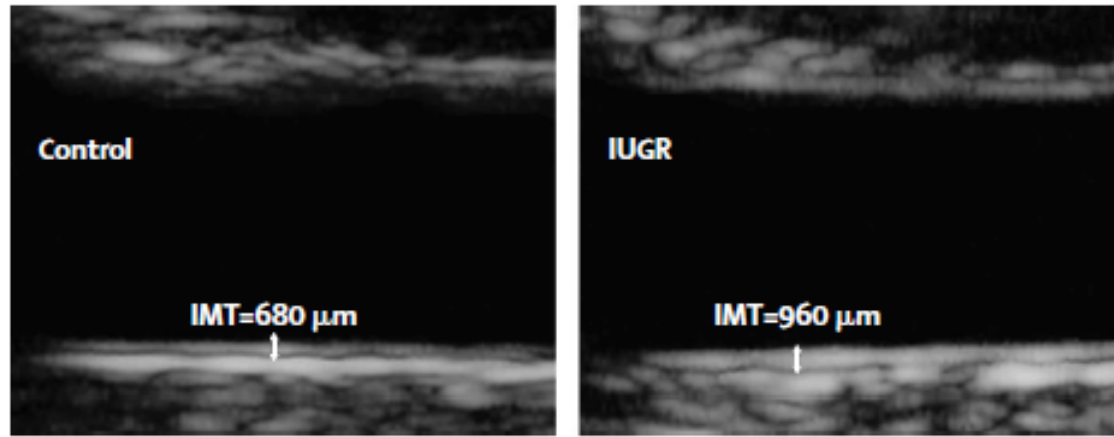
(A) Examples of ultrasound images of abdominal aorta and (B) maximum aortic intima-media thicknesses (IMT). Horizontal lines show averages. IUGR=intrauterine growth restricted.
